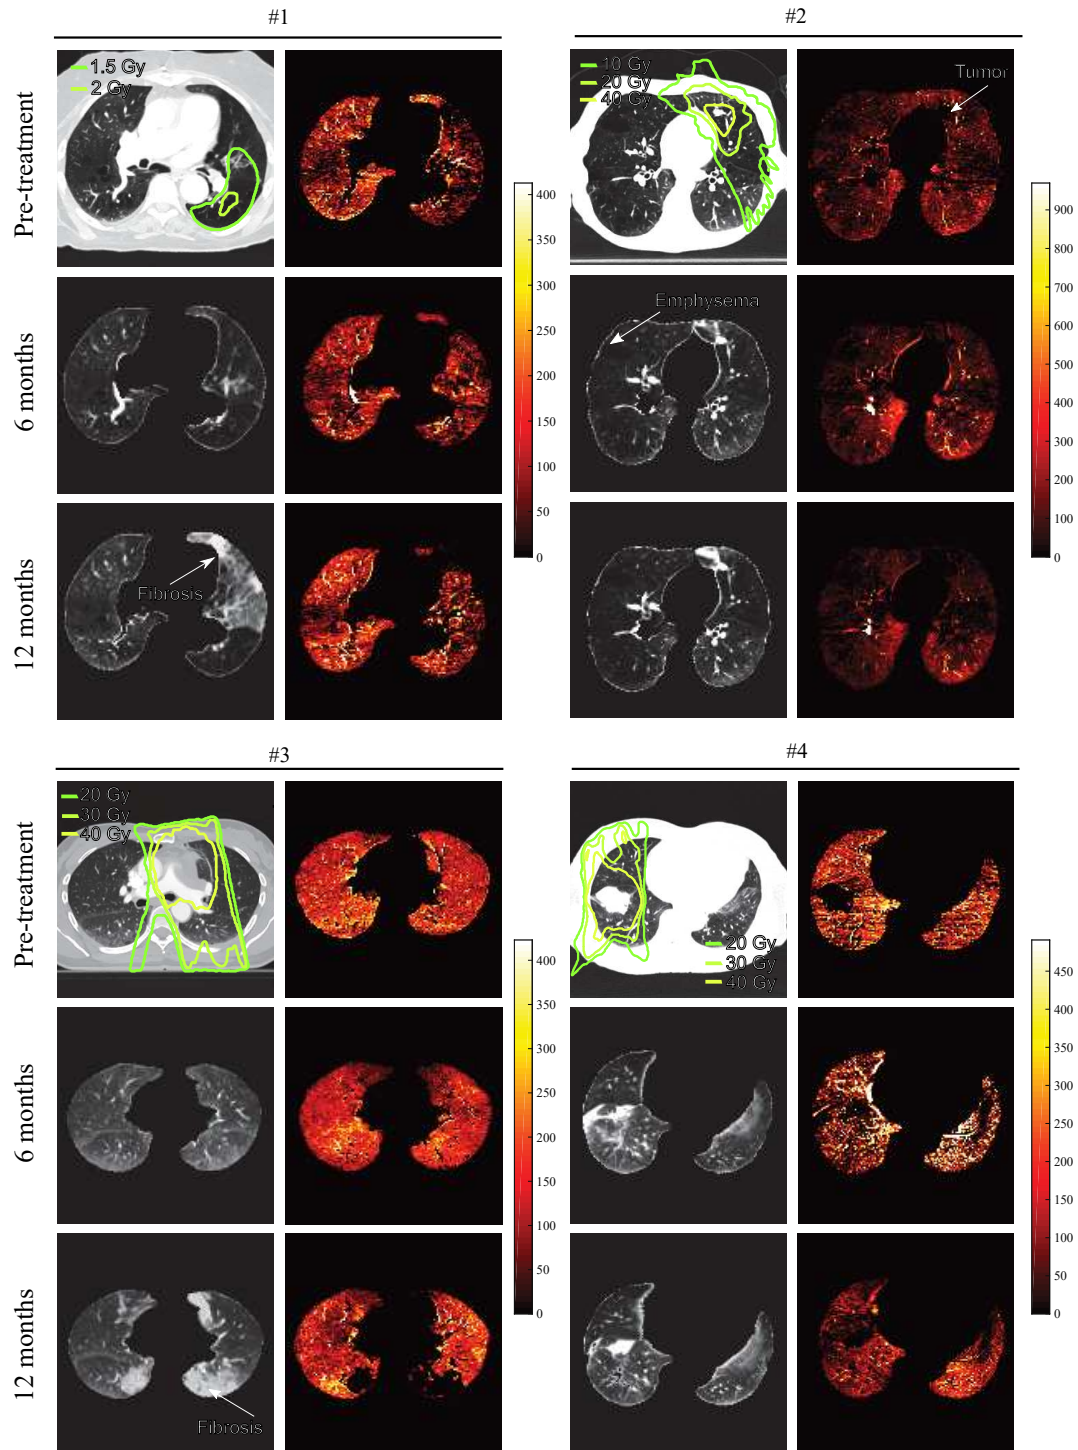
CT images (grey colormaps) with functional maps (red color-maps) for two SABR (#1 and #2) and two IMRT patients (#3 and #4). Arrows point at specific regions of interest. Lungs shown at 6- and 12-month post-treatment are deformed toward the pre-treatment scan. Functional maps are normalized to $\bar{\mathcal{I}}_{v*}^T$.
